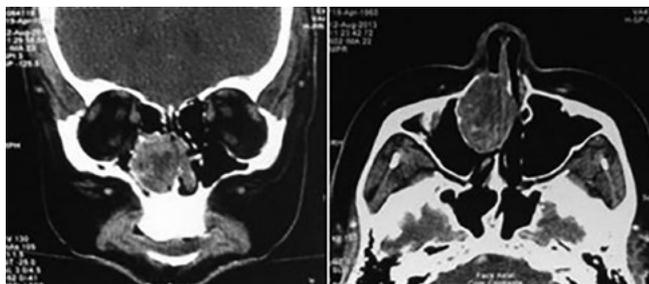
Tomografia computadorizada. Cortes coronal (esquerda) e axial (direita) demonstrando captação de contraste heterogênea pelo tumor.
